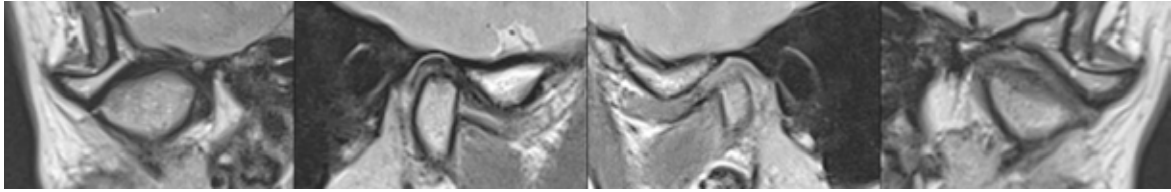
МРТ СНЩС в положенні звичної оклюзії
